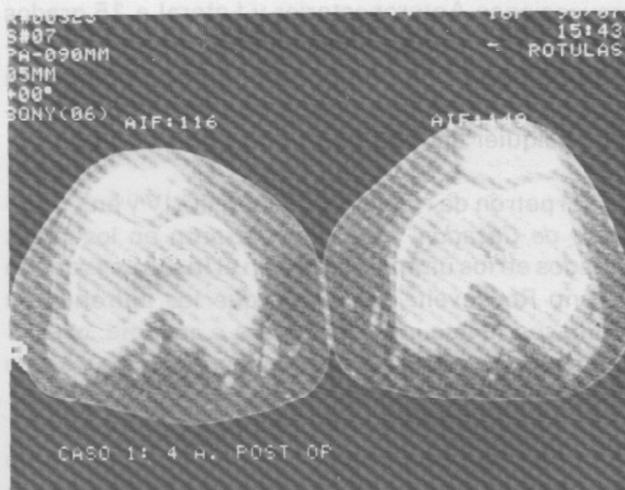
La Tomografía Axial comparativa de nuestra paciente de mayor seguimiento. Nótese la diferencia de 33 grados en el Angulo Interfacetario y de 16 grados en el Angulo del Surco.
